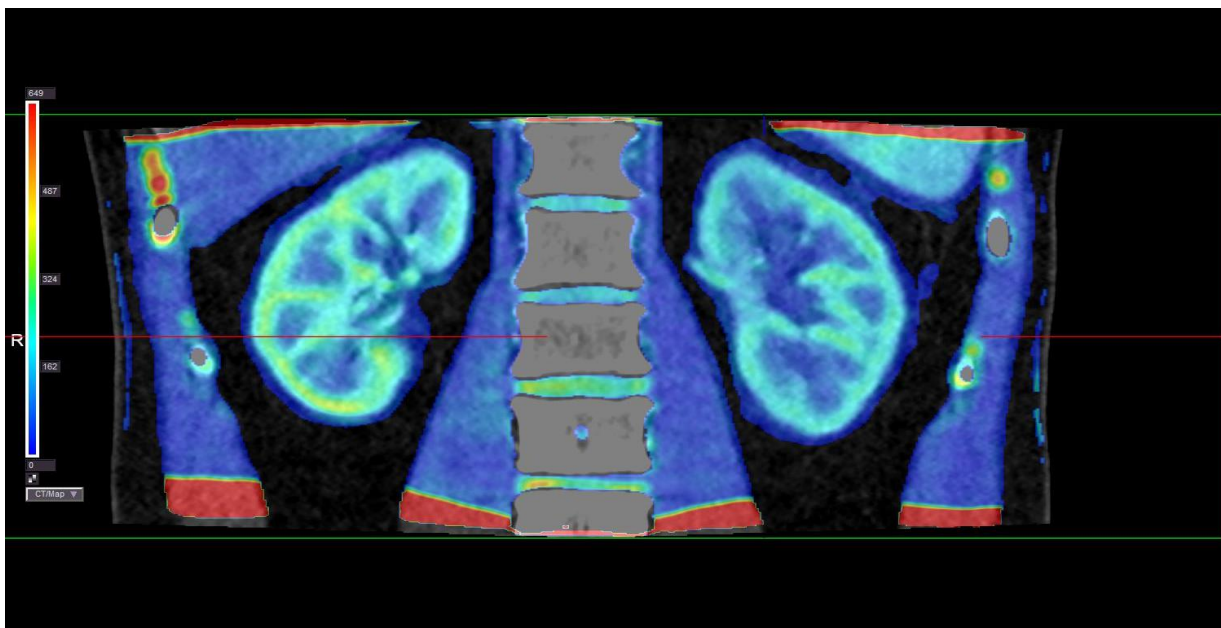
КТ-перфузия у пациента без дилатации ЧЛС. Отмечается минимальное снижение показателей перфузии на стороне обструкции
